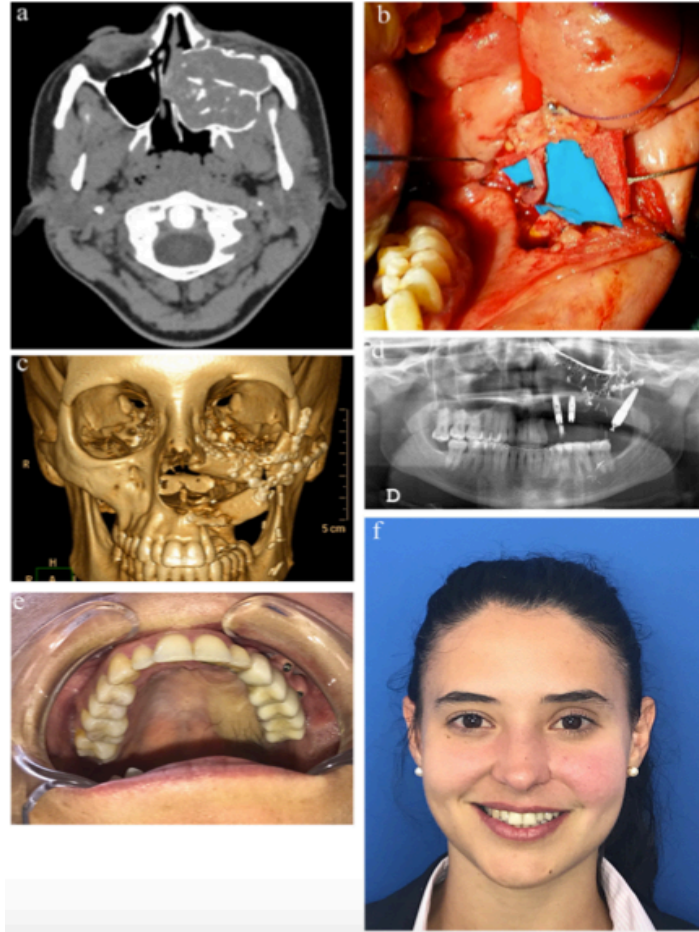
Tratamiento reconstructivo cigomático-maxilar posterior a resección de fibroma osificante central. (A) TAC que demuestra la extensión de la lesión. (B) Anastomosis entre arteria facial y arteria peronea. (C) TAC de control inmediato. (D) Ortopantomografía de control. (E) Imagen intraoral con rehabilitación sobre implantes. (F) imagen frontal extraoral a los 12 meses post operatorios. (Bueno de Vicente et al. 2021)
